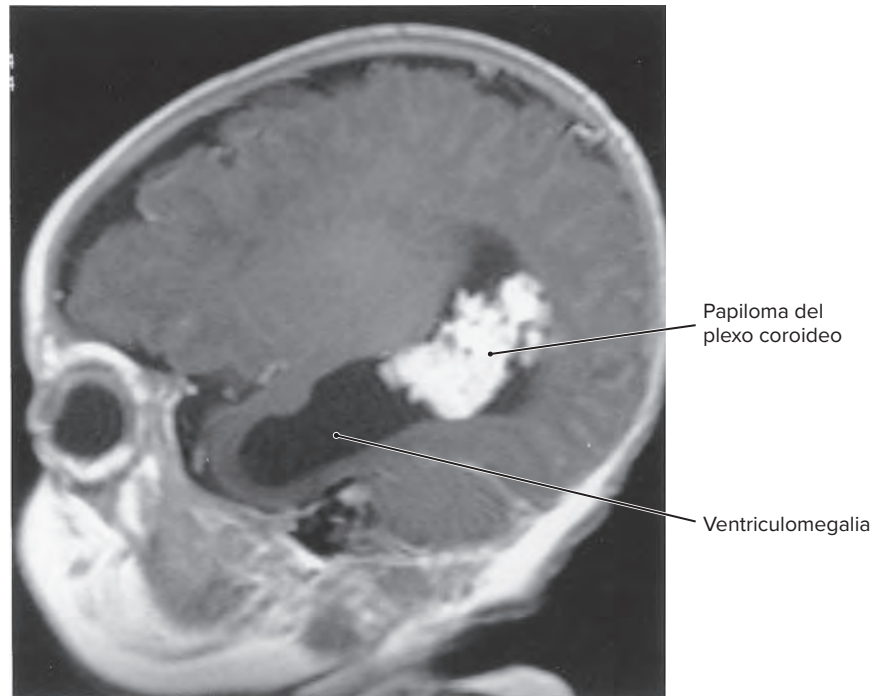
Imagen por RM parasagital con realce de gadolinio que muestra un papiloma del plexo coroideo y ventriculomegalia.
